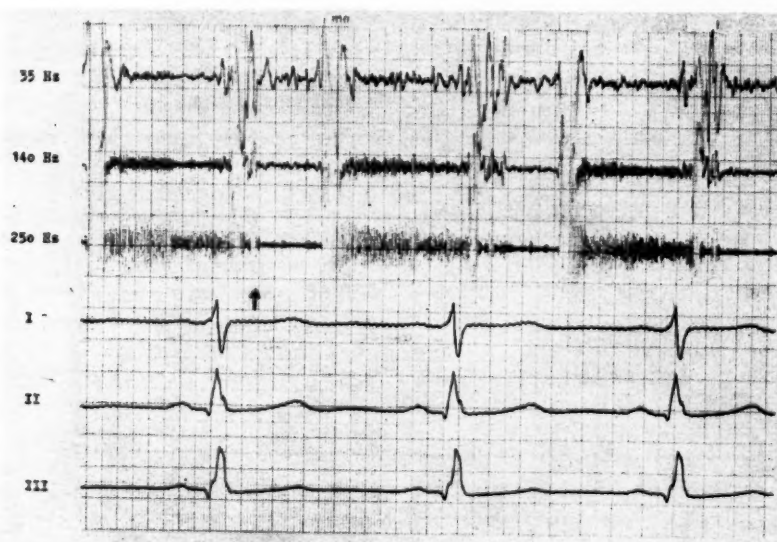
Pkg einer Pulmonalklappeninsuffizienz bei hochgradiger pulmonaler Hypertonie und Pulmonalektasie. Abnahmestelle 3. ICR II. parasternal. Hochfrequentes, diastolisches Sofortgeräusch, die ganze Diastole ausfüllend.
